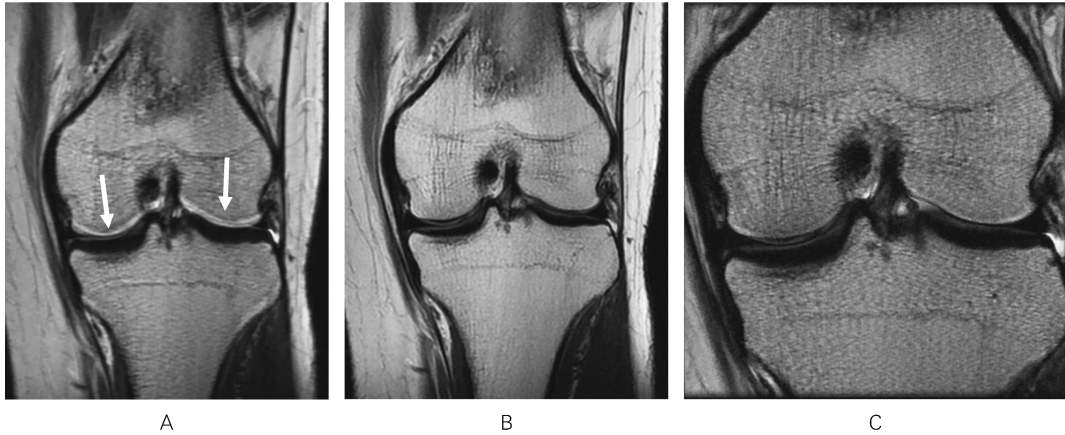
Chemical shift artifact in the knee at 3T MRI. Coronal FSE T₂-weighted image with a 16 cm FOV and 10 kHz receiver bandwidth (A) demonstrates chemical shift at the medial and lateral femoral condyles (arrows). Coronal FSE T₂-weighted images with a 16 cm FOV and 35 kHz receiver bandwidth (B) shows a reduction in the degree of chemical shift. Coronal FSE T₂-weighted images with an 8 cm FOV and 10 kHz receiver bandwidth (C) demonstrates a perceived reduction in the degree of chemical shift due to the decrease in pixel size.
